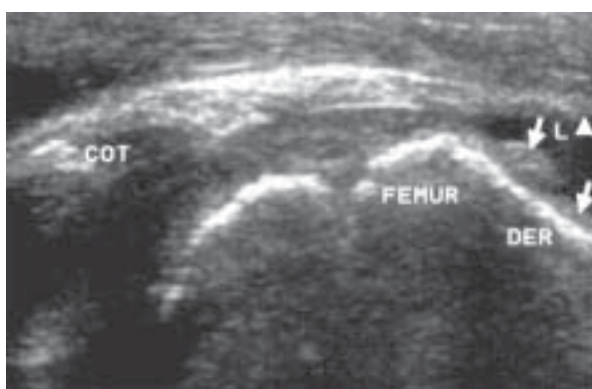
Ecografía. Evaluación comparativa. Cadera normal (A) y con derrame articular (B). Se observa aumento del espacio articular (L) con contenido anecogénico (negro) con borde convexo anterior (flechas)
